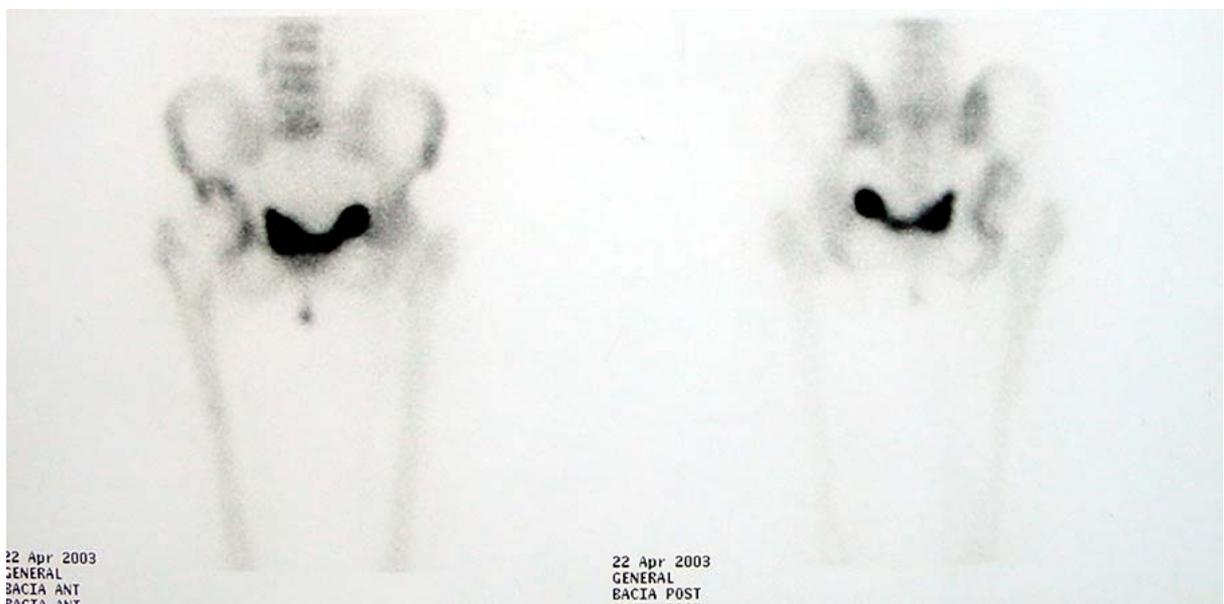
Cintilografia óssea demonstrando hipocaptação em zona 2 do acetábulo direito. Imagem correspondente ao caso ilustrado na radiografia da Figura 12.
